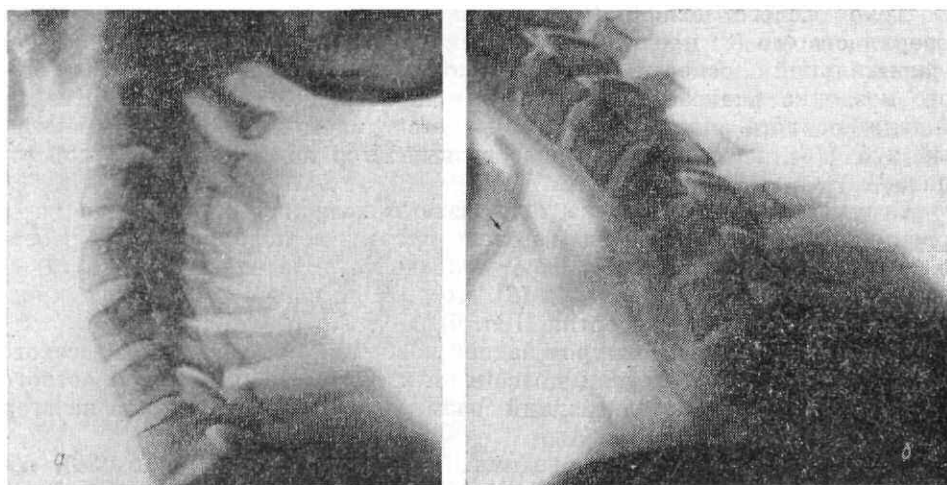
Рентгенограммы шейных позвонков в боковой проекции. Функциональное исследование:
